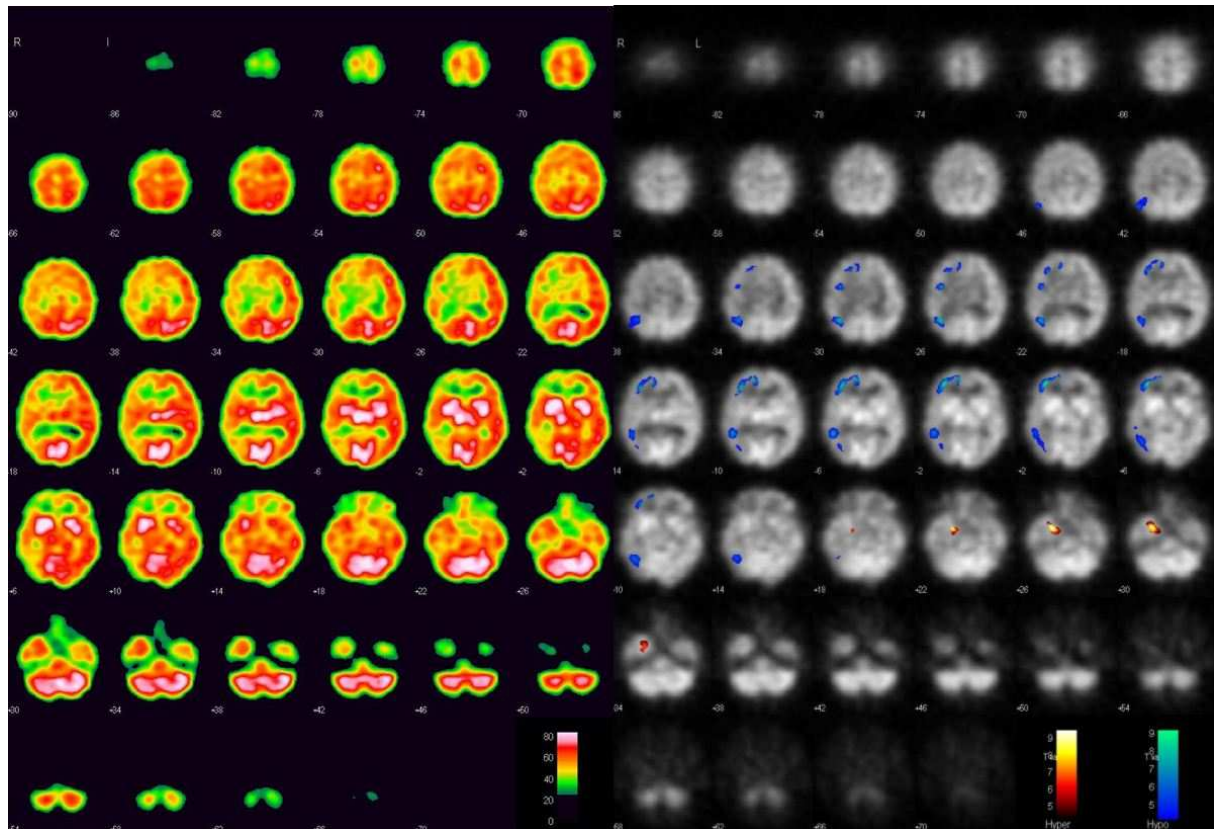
Interiktualer Perfusions-SPECT mit eindeutiger regionaler Hypoperfusion visuell im Seitenvergleich (links im Bild). Dies wird durch die pixel-basierte statistische Testung bestätigt (rechts im Bild, signifikante Hypoperfusion in blau-grün, signifikante Hyperperfusion in rot-gelb)
